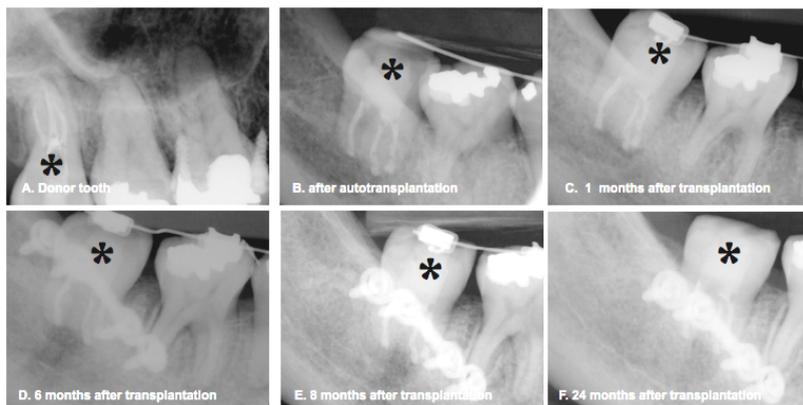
Serial periapical radiographs of the transplant, *, transplant.
